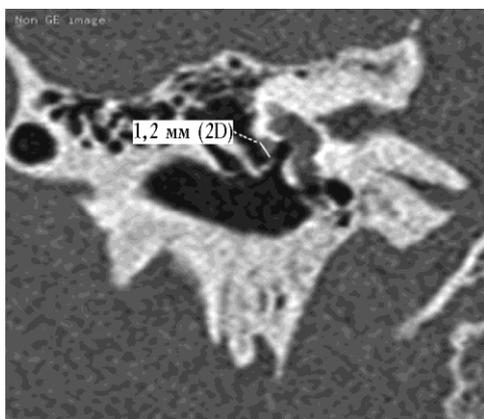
Томограмма пациента Ш., 33 года, косая проекция. Наличие дефекта размером 1,2 мм в костной стенке канала лицевого нерва
